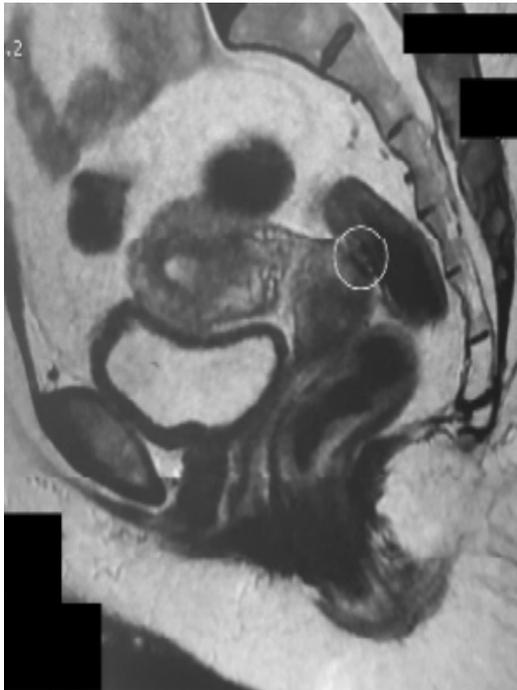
IRM pelvienne avec localisation douglas.
